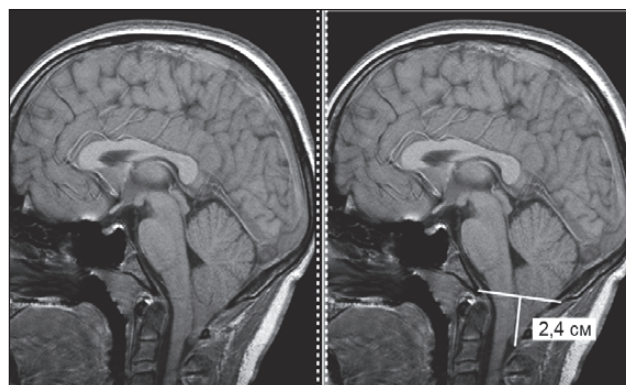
МРТ у режимі T1. Мальформація Кіарі типу 1.5
